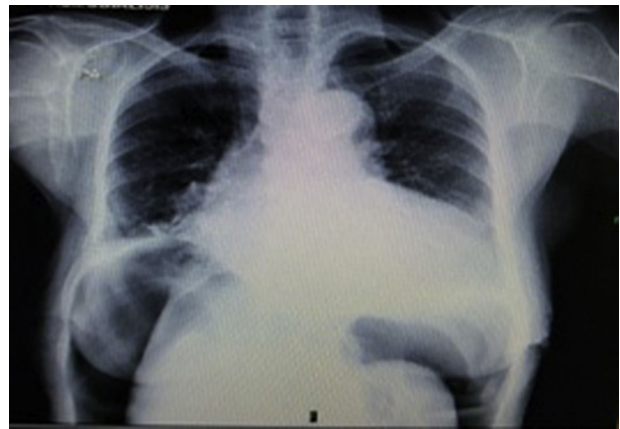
Radiografía de tórax en proyección posteroanterior que muestra neumoperitoneo.
